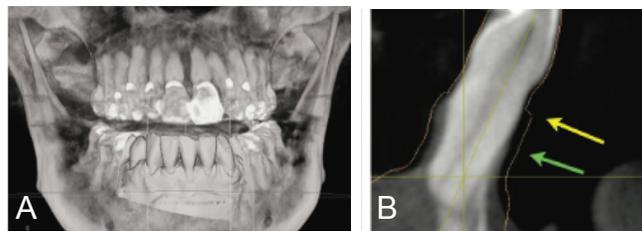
A) Tomografía computarizada Cone-Beam. B) Vista transversal del diente para medir los tejidos blandos.
